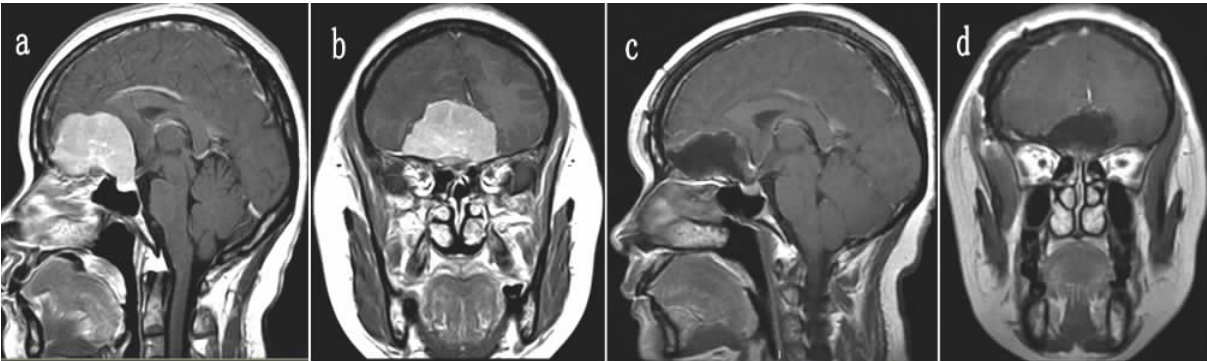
嗅沟脑膜瘤经额叶外侧入路手术前后 MRI
